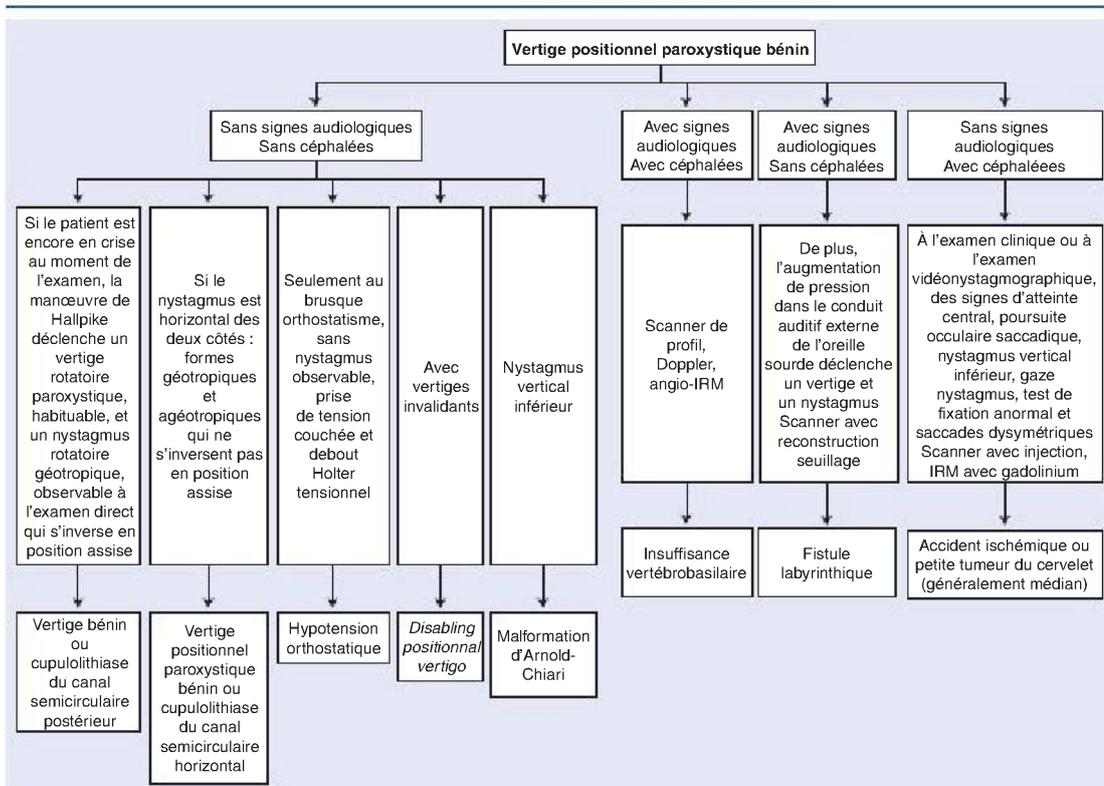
Arbre décisionnel. Diagnostic des vertiges positionnels. IRM : imagerie par résonance magnétique; angio-IRM : angiographie par résonance magnétique.
